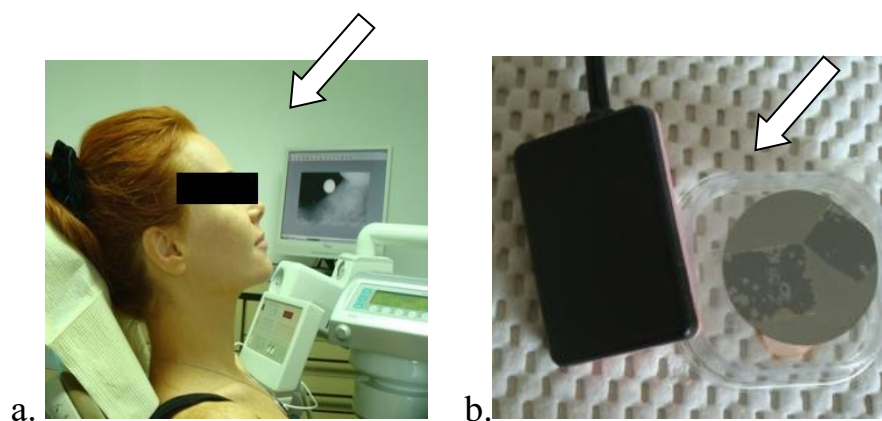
Цифрова рентгенографія. а - безпосередньо у кріслі пацієнта; б - сенсор на основі монокристалу $\text{Cd}(\text{Zn})\text{Te}$.
